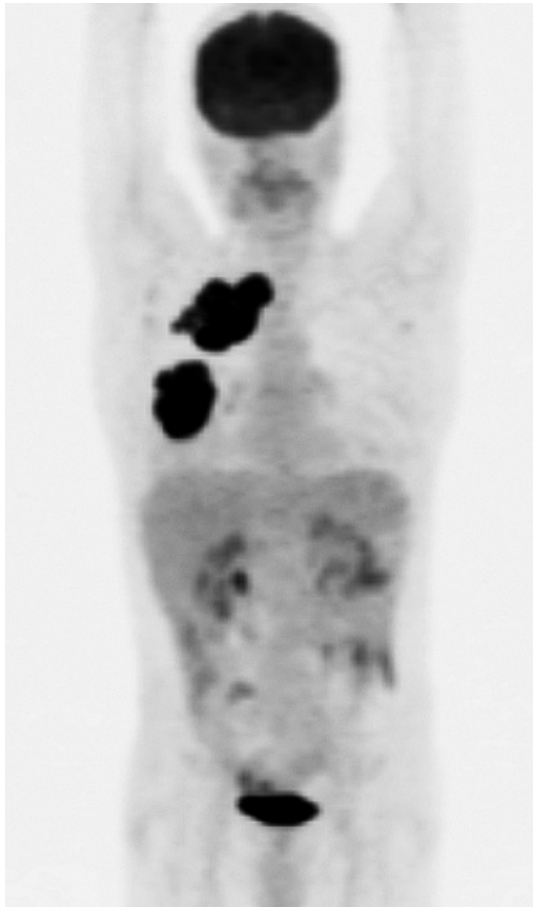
FDG-PET showing abnormal accumulation in the mass.
